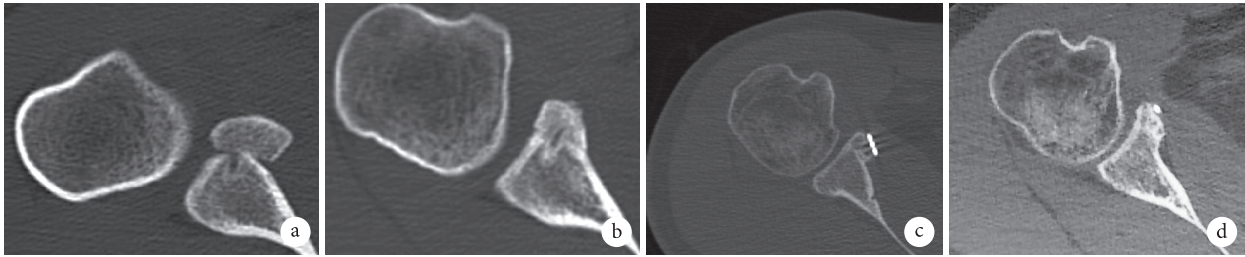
术后 CT 横断面图像 a、b. 偏外固定喙突骨块; c、d. 喙突骨块与肩胛盂同一平面, 骨块与肩胛盂逐渐塑形形成弧形关节面
